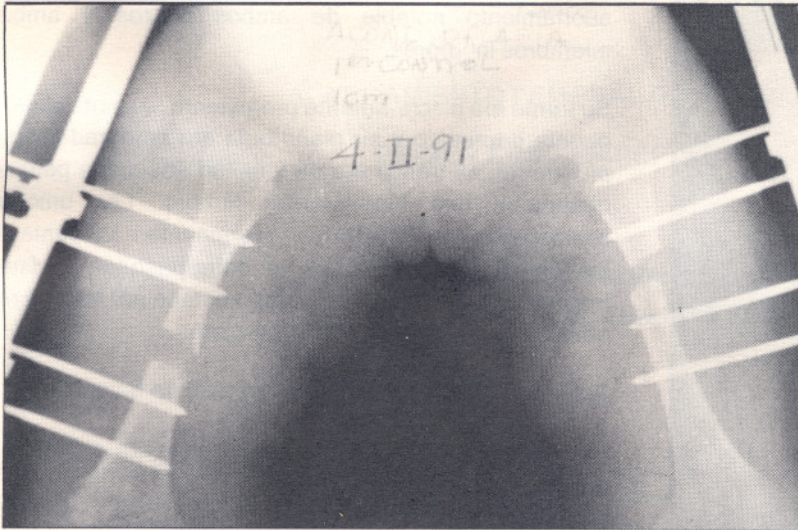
Radiografía al 10mo. día de haber empezado la distracción. Se ha elongado 10 mm.
